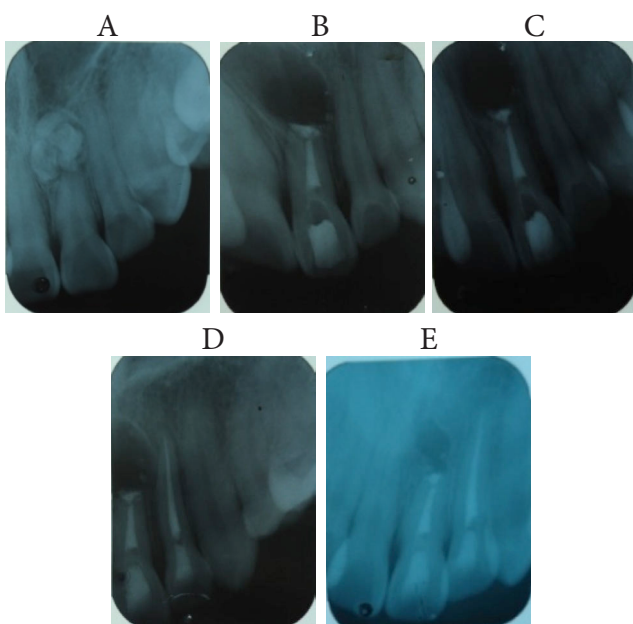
Controles radiográficos periapicales. A. Inicial B. 8 días C. 3 meses D. 6 meses E. 1 año.
